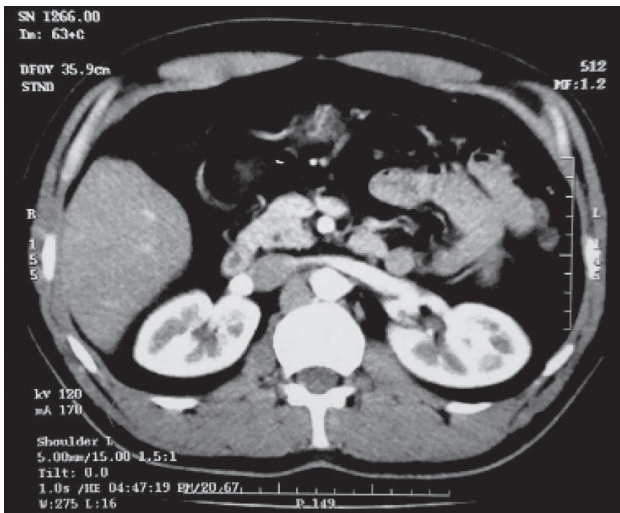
TC con contraste endovenoso: fase arterial
